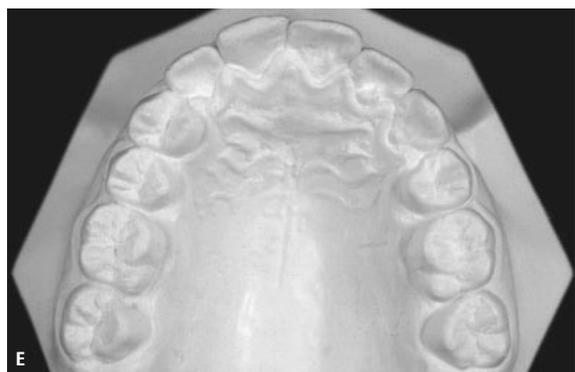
Documentação final. Relação interarcos (A, B, C) e intra-arco (E, F) devolvidas à normalidade. A radiografia panorâmica ilustra a irrupção plena dos segundos molares, com o germe dos terceiros molares em formação (D).
